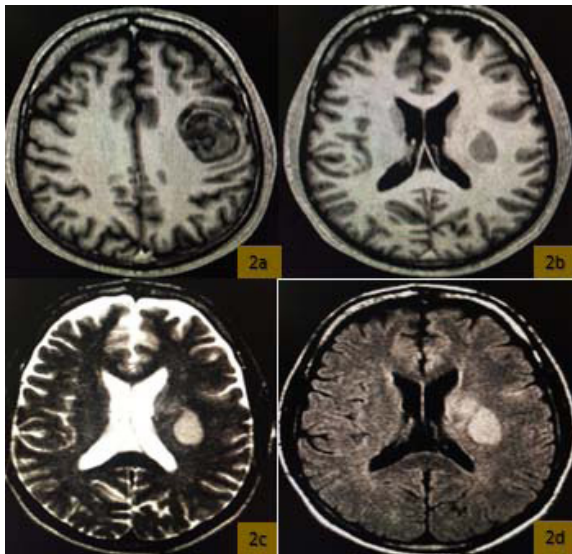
RM de encéfalo T1 axial donde se observa: lesión hipointensa con respecto a la sustancia blanca de bordes definidos que corresponde a zona de hemorragia. Figura 2b: lesión hipointensa que involucra brazo posterior de la cápsula interna de lado izquierdo, se comporta hiperintensa en T2 (figura 2c) y en la secuencia de STIR (figura 2d).
